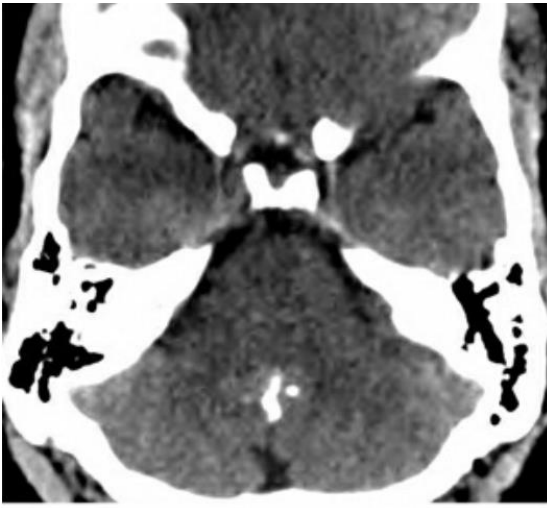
轴位平扫 CT 示四脑室钙化病变；矢状位 FLAIR 加权相（上右），轴位 T1 加权相（第二排左），轴位 T1 增强加权相（第二排右），DWI 加权相（第三排左），ADC 加权相（第三排右），轴位 T2FS 加权相（底）示起源于四脑室底的非强化病变，弥散不受限。该室管膜下瘤表现和部位比较典型。
